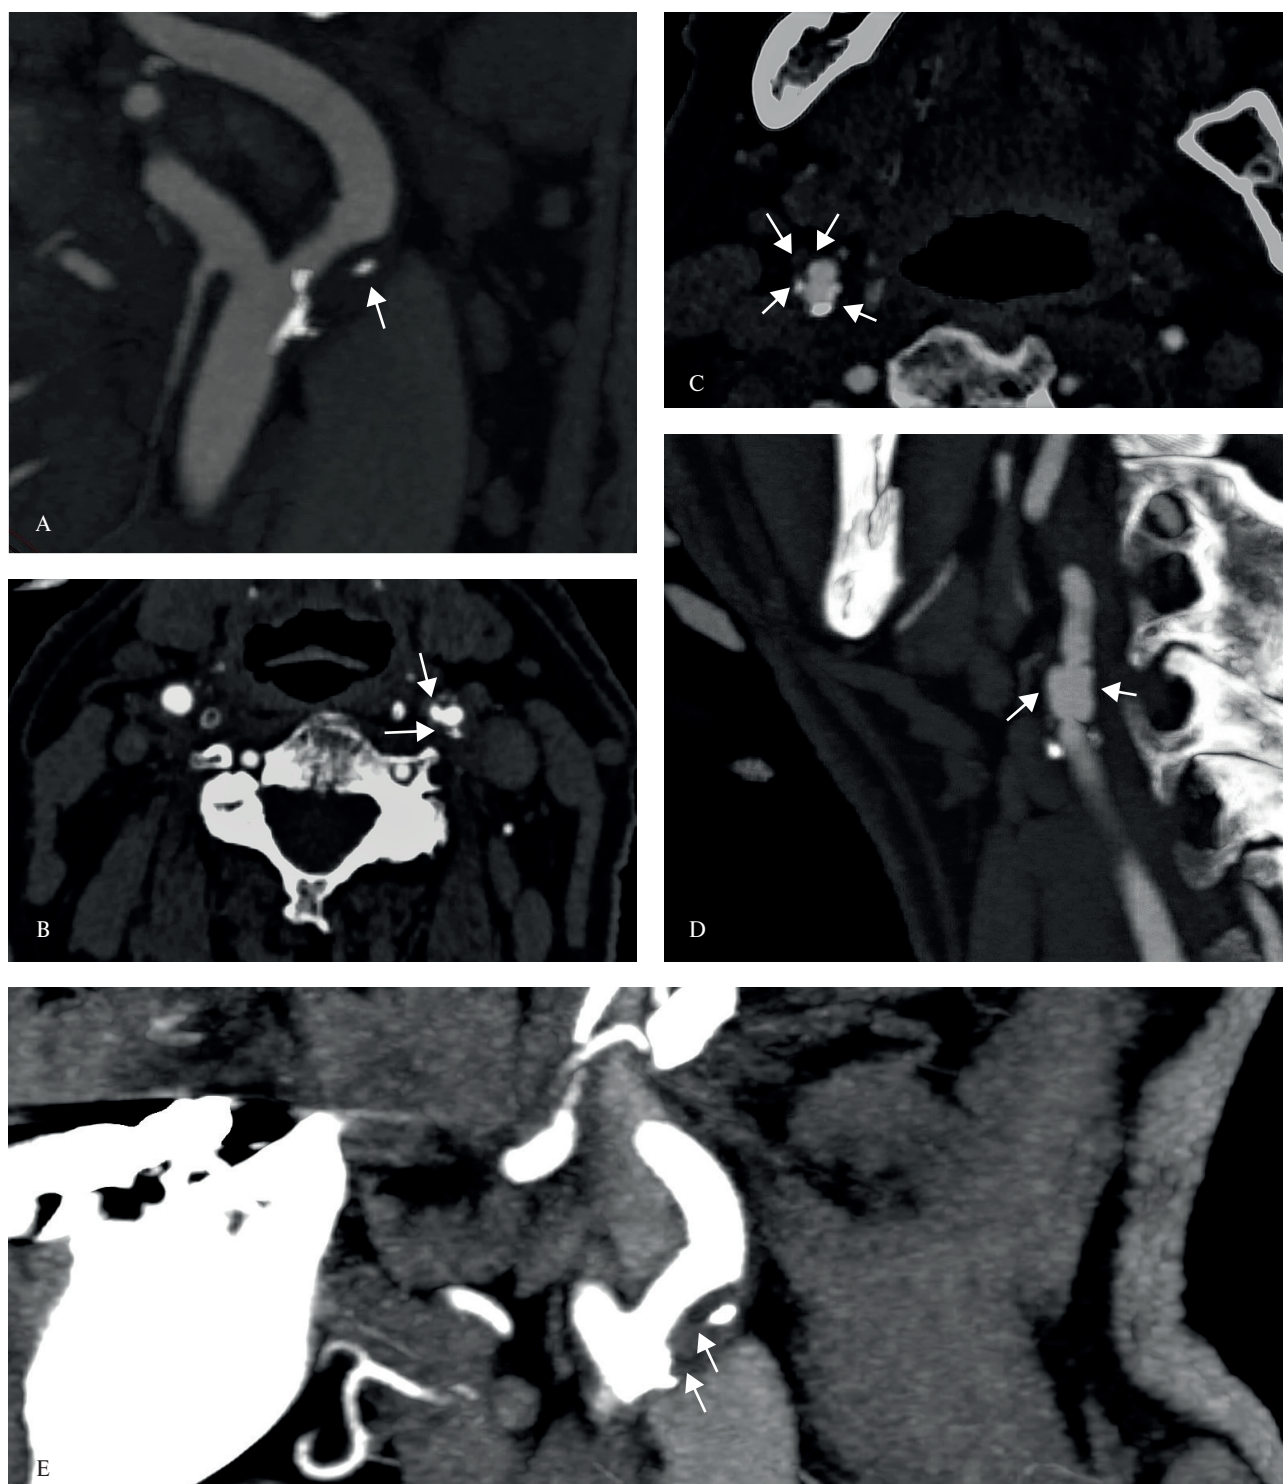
Признаки нестабильности АСБ по данным КТ у пациентов с ОКС старческого возраста: *A* — Криволинейная реконструкция, сагиттальная плоскость. Стрелкой указан микрокальцинат в АСБ ОСА с переходом на устье ВСА; *B* — Аксиальная плоскость. Стрелками указаны неровные контуры АСБ с признаками изъязвления на уровне бифуркации ОСА с переходом на проксимальную часть ВСА; *C* — Аксиальная плоскость. Гетерогенная АСБ ОСА с переходом на ВСА. Стрелками указаны контуры гетерогенной АСБ; *D* — Сагиттальная плоскость. АСБ с положительным ремоделированием. Стрелками указано положительное ремоделирование АСБ на уровне ОСА с переходом на ВСА; *E* — Сагиттальная плоскость. Стрелками указаны участки низкой плотности АСБ ОСА с переходом на ВСА. Примечание: ВСА — внутренняя СА, ОСА — общая СА.
